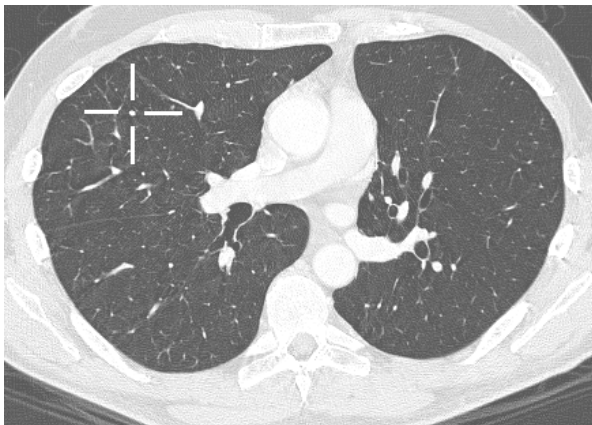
Cross-hair indicates a tiny nodule in the right middle lobe on chest CT which can be misinterpreted as a vessel.
